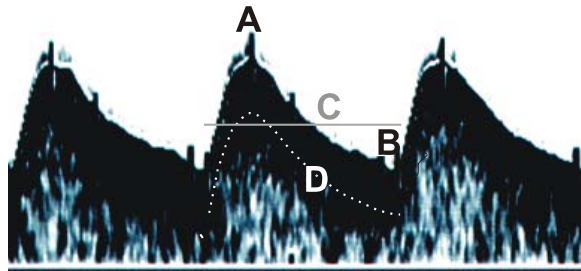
Messgrößen zur Analyse des Dopplersonogramms. (A) systolischer Peak der Maximalfrequenzkurve (temporal peak of maximum frequency), (B) enddiastolische Maximalfrequenz (enddiastolic maximum frequency), (C) zeitliches Mittel der Maximalfrequenzen (temporal average of maximum frequency), (D) momentane Durchschnittsfrequenz (instantaneous spatial average frequency), (E) zeitliches Mittel der Durchschnittsfrequenzen (temporal average of spatial average frequencies)
